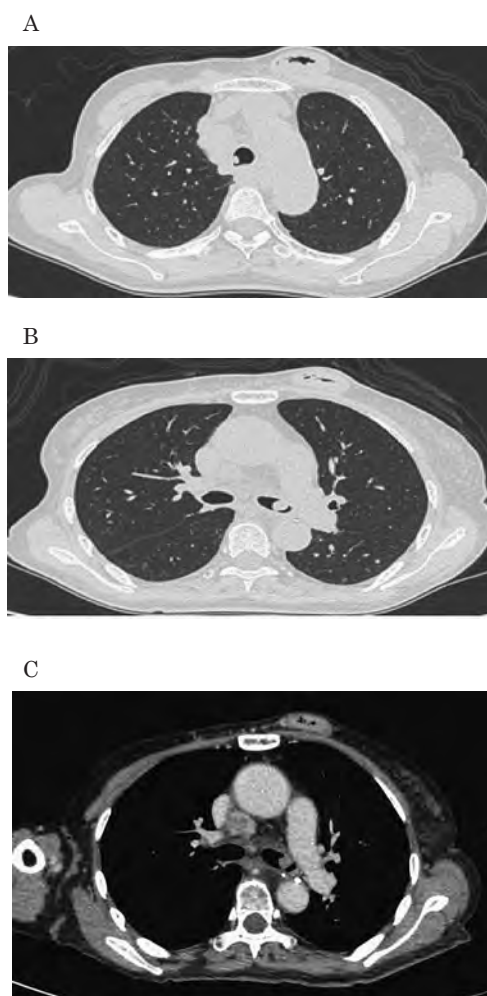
胸部 CT：気管・気管支内に突出する結節陰影を数個認めた (A)。左主気管支内の結節陰影が最大であり長径12mm であった (B)。右主気管支周囲リンパ節腫大を認めた (C)。
